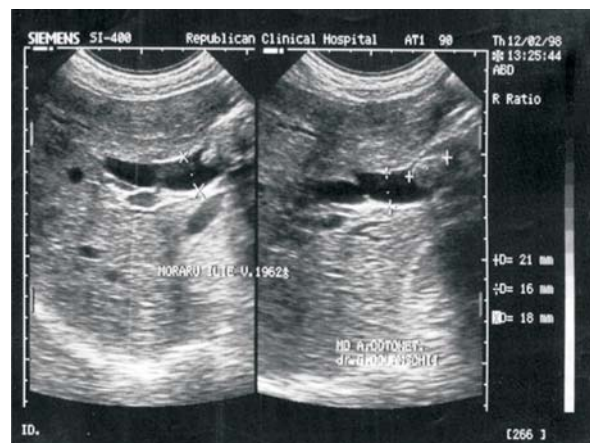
Ecografic: CBP=16 mm, calcul în CBP 16 mm, cu un calcul în lumen
